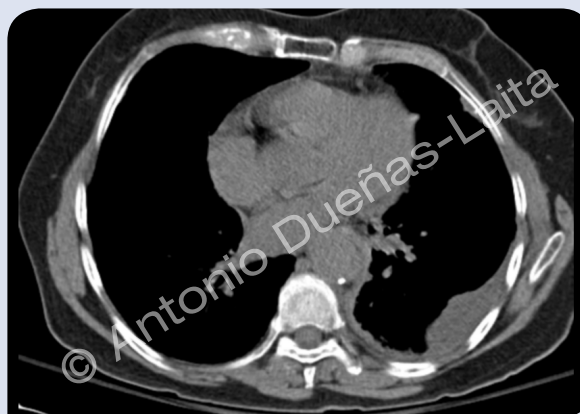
TAC torácico de mesotelioma con alteraciones pleurales (Gentileza del Dr. Félix del Campo).
